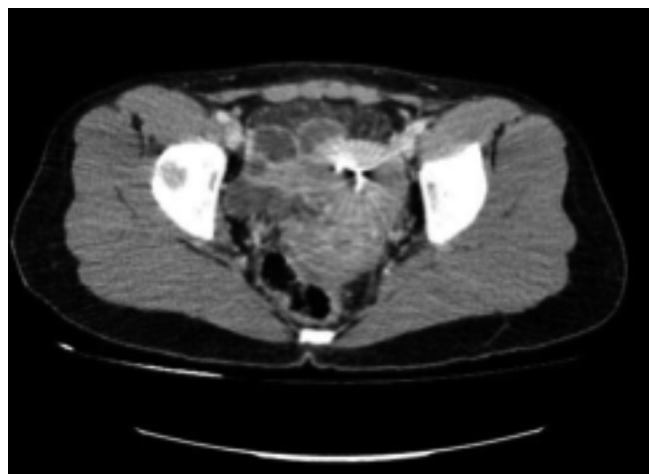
Tomografía axial computarizada (TAC). Mínima trabeculación de grasa peritoneal en región pélvica. Dispositivo intrauterino normoinserto. No se observa patología anexial.
